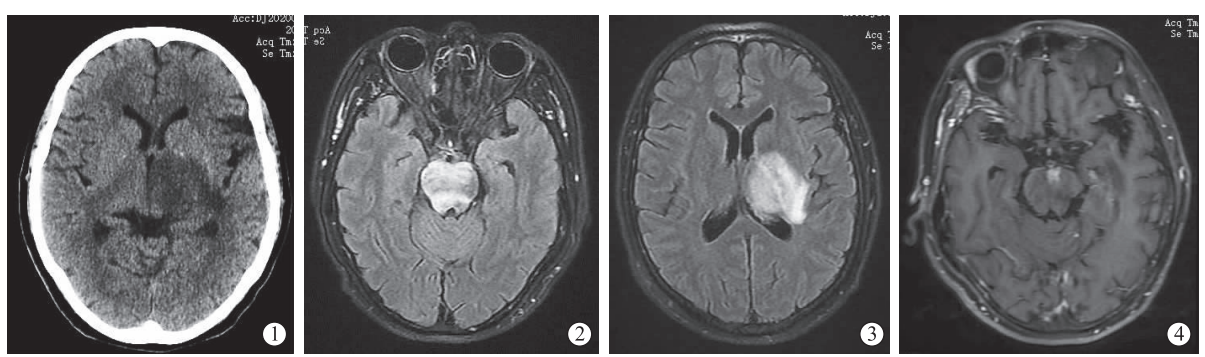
颅脑 CT 表现 图 2 MRI T₂-FLAIR 表现 图 3 MRI T₂FLAIR 表现 图 4 颅脑增强 MRI 表现
